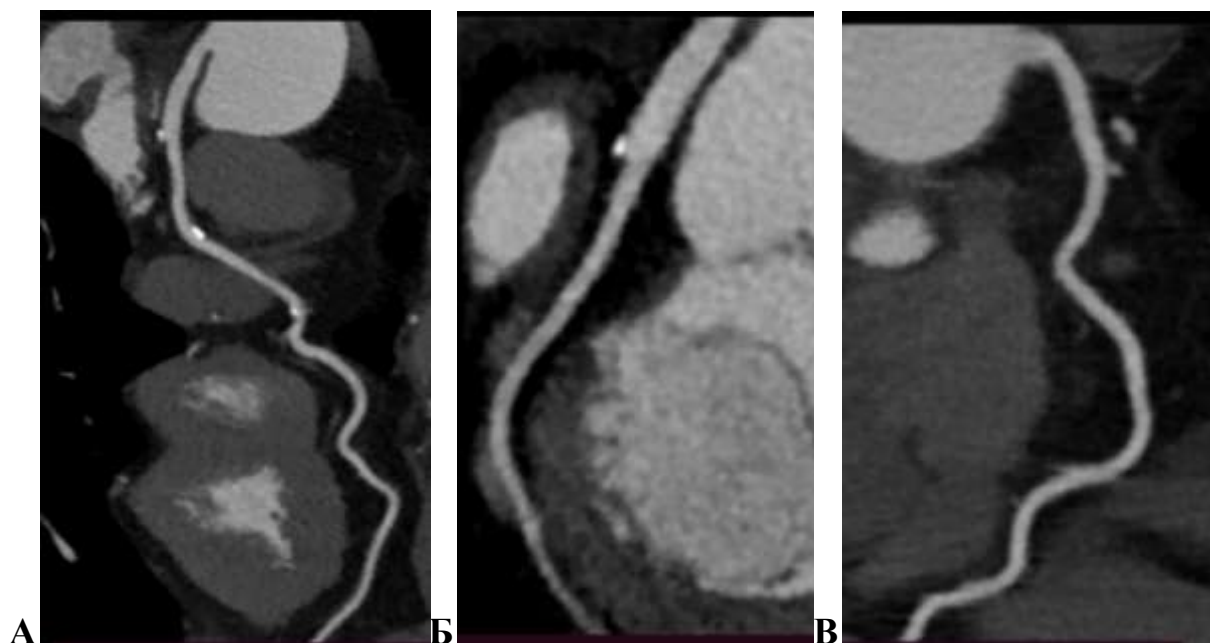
А - Мультипланарная криволинейная реконструкция при КТ коронарографии по оси передней нисходящей артерии. По ходу артерии определяются кальциевые атеросклеротические бляшки без значимого стенозирования просвета артерии. Б – Огибающая артерия без стенотических изменений. В – Правая коронарная артерия без стенотических изменений
